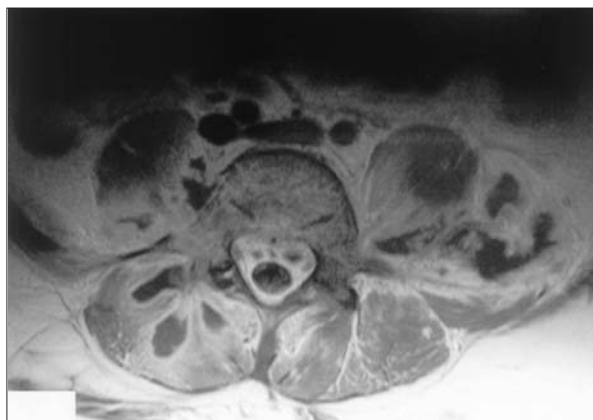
RM con contraste: múltiples abscesos en musculatura paravertebral derecha y psoas izquierdo en L5.
